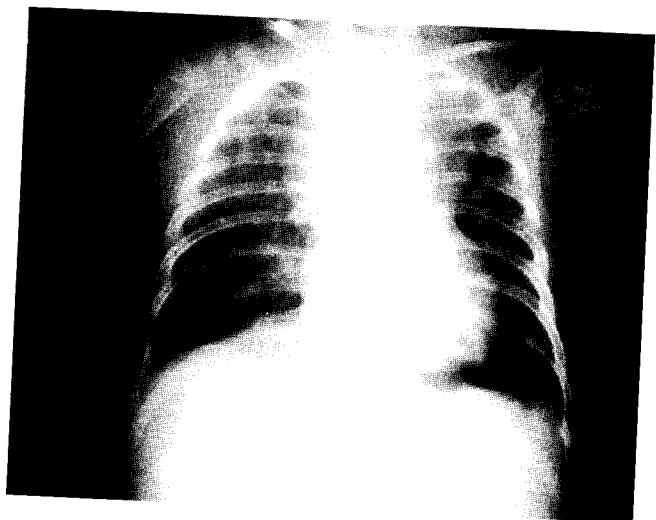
Chest x-ray at 3 months later after right middle lobe lobectomy.
